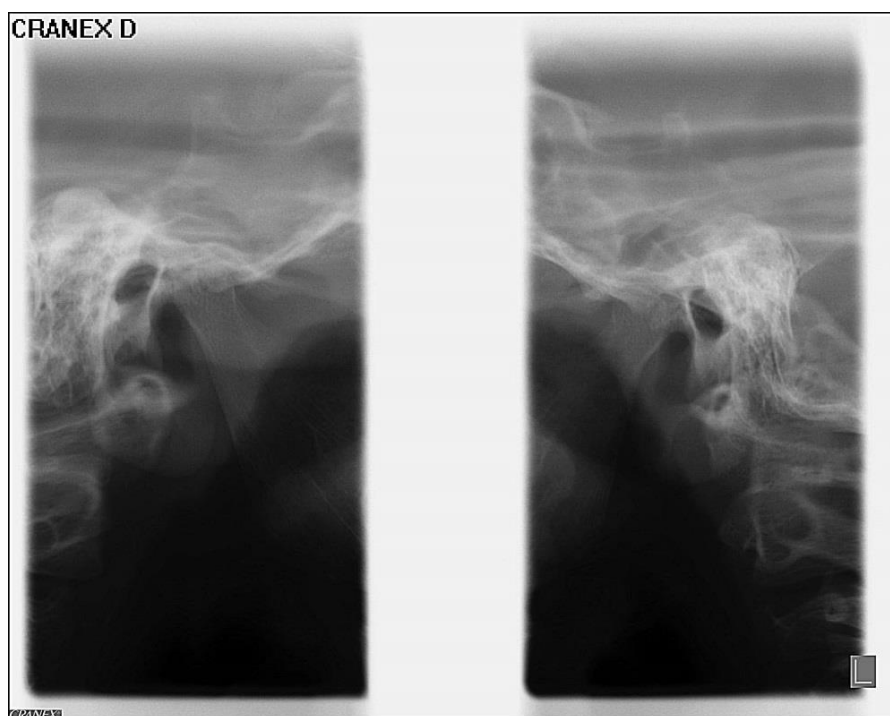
Radiografia das ATMs da paciente com a boca fechada. Fonte: Márcio Corrêa Radiologia Odontológica.
